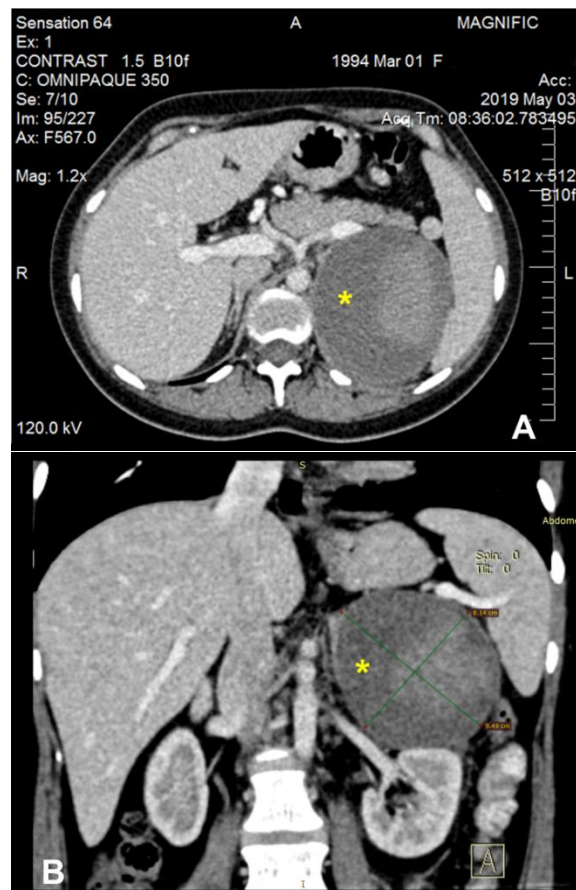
Tomografie computerizată: (A) proiecție axială (B) reconstrucție coronală: formațiune rotundă și neomogenă, cu contururi clare (capsula cu pereți subțiri) cu dimensiunile 93x104x90 mm (*), fără acumulare de contrast, cu o densitate nativă de la 25 la 65 HU
